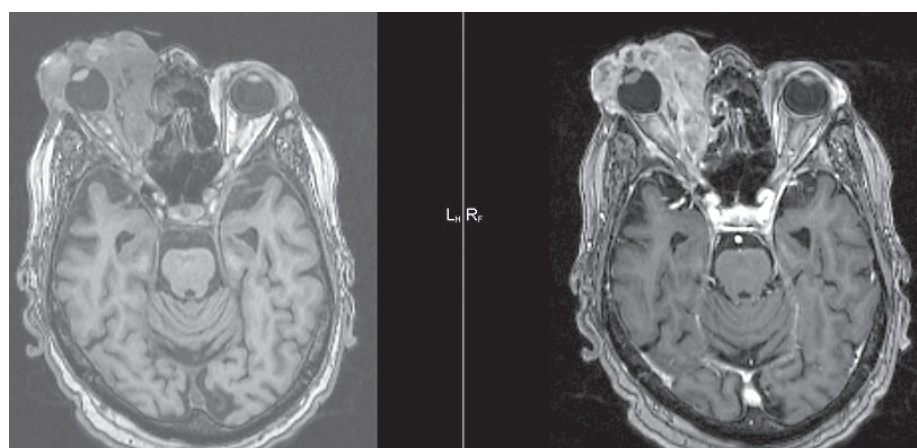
МРТ головного мозга, черепа от 05.2023
